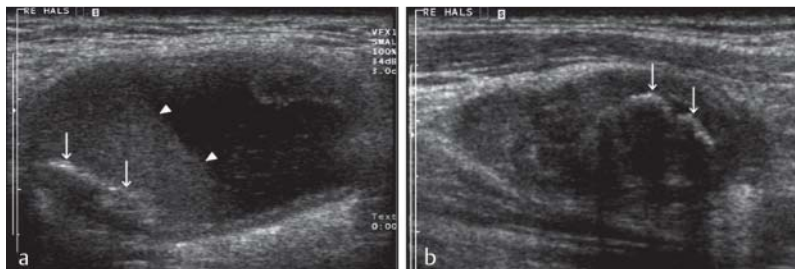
Lymph node involvement in the neck due to chronic tuberculosis. a, b show two different lymph nodes in the middle and lower cervical region. The sonographic lymph node architecture of the significantly enlarged lymph nodes (short-axis diameter of 21 mm in a and 13 mm in b) is no longer present. Both lymph nodes show a hyperechoic plaque-like calcification (arrows). a additionally shows extensive liquid necrosis with sediment level (arrow tips).
